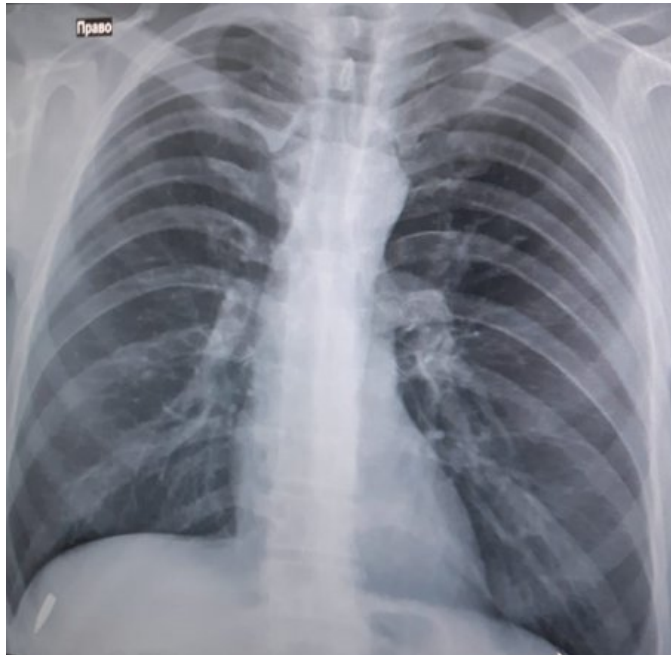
Той же випадок. Передня проекція грудної клітини (рентген). У проекції правої частки печінки визначається світле лінійне утворення - кулька.
